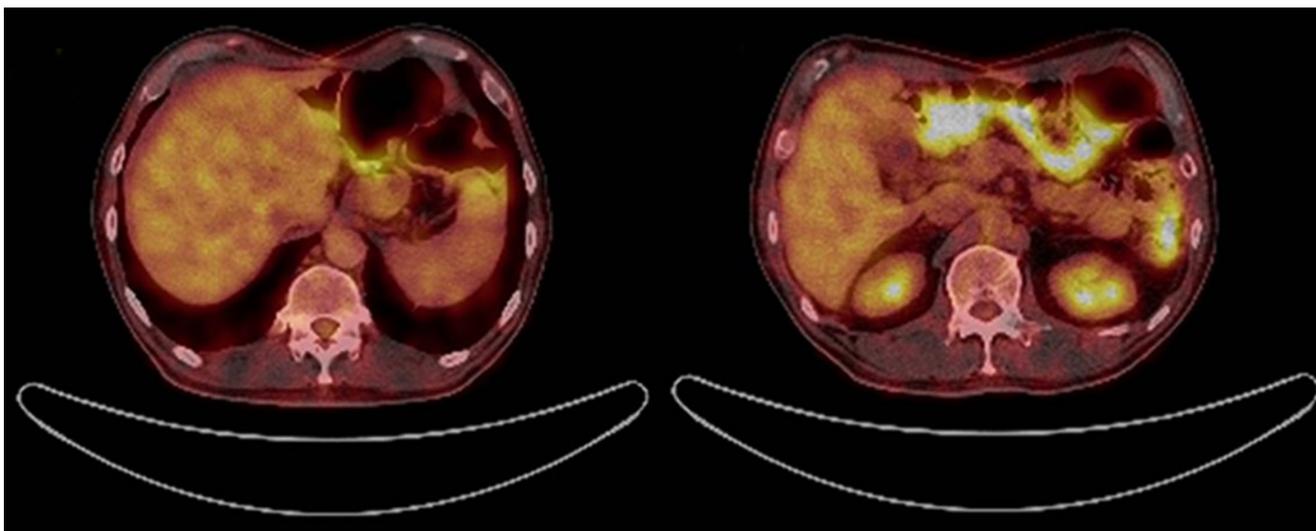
PET scan sin evidencia de lesiones tumorales, estado posgastrectomía.
